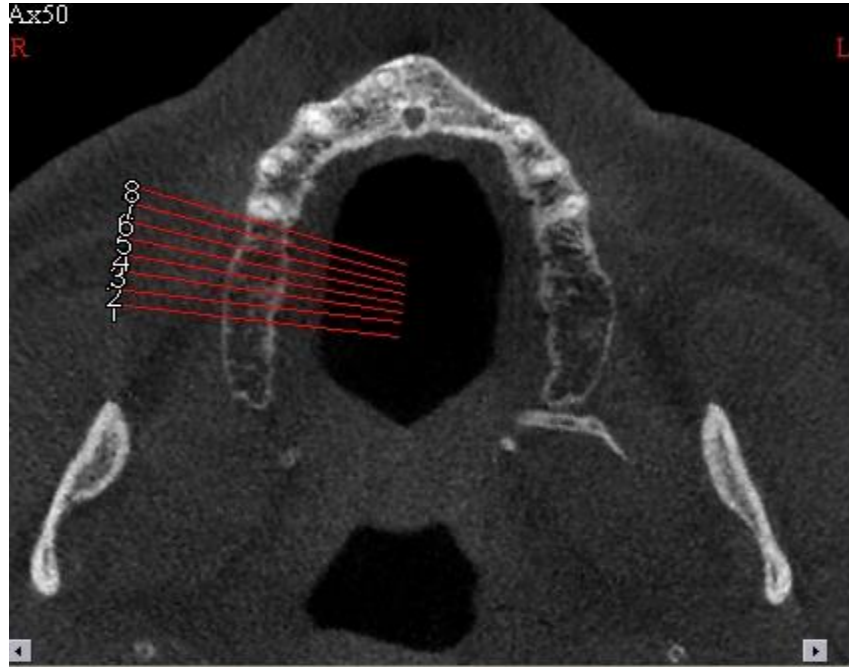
Maksilla CBCT aksiyal kesit görüntüsü
